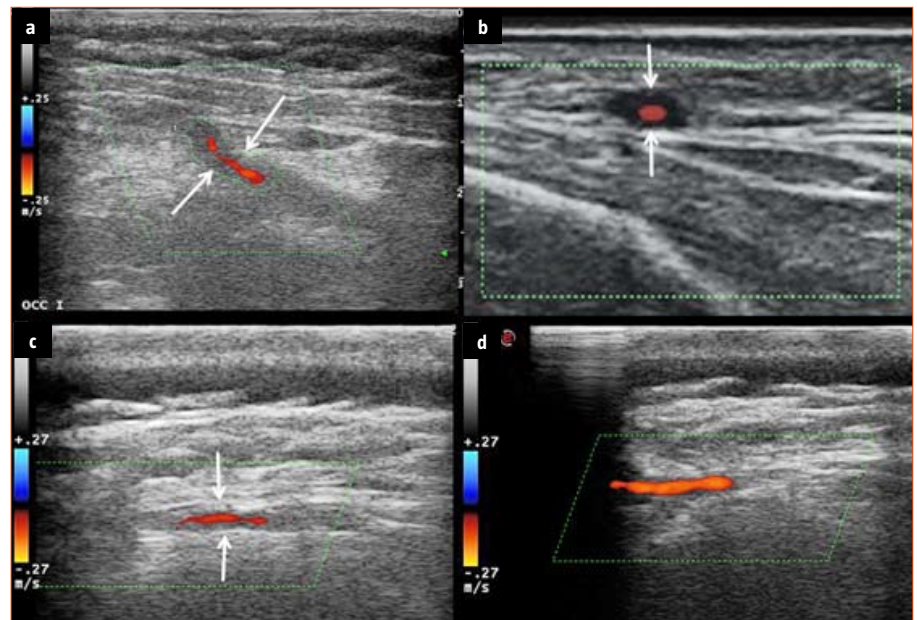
Imágenes mediante ecografía en modo B color: a) Corte longitudinal de arteria occipital izquierda donde se observa un área hipoeoica alrededor de la luz del vaso (signo del halo delimitado por flechas blancas); b) Corte transversal de la arteria temporal derecha donde se observa el signo del halo (flechas); c) Corte longitudinal donde se observa el signo del halo en la arteria occipital izquierda previo al tratamiento con corticoides; d) Corte longitudinal donde se observa resolución del signo del halo tras el tratamiento con corticoides.
